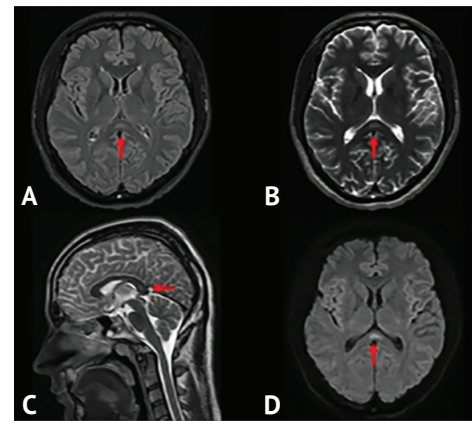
Пациент Р. 28 лет. Магнитно-резонансная томография головного мозга от 31.12.2023 года
